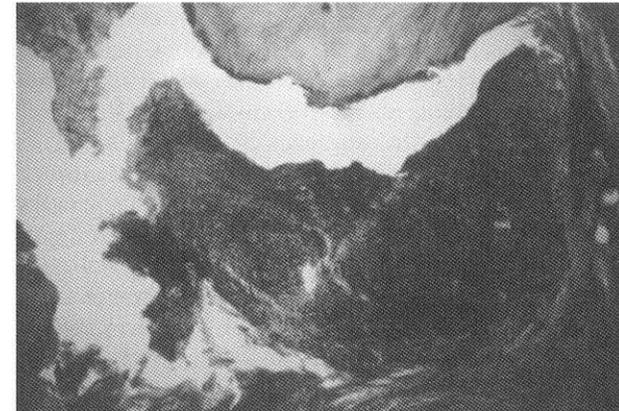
Corte histológico bloque mandibular en el que se observa el ápice radicular y el hueso periapical en el que se aprecia el granuloma apical.
